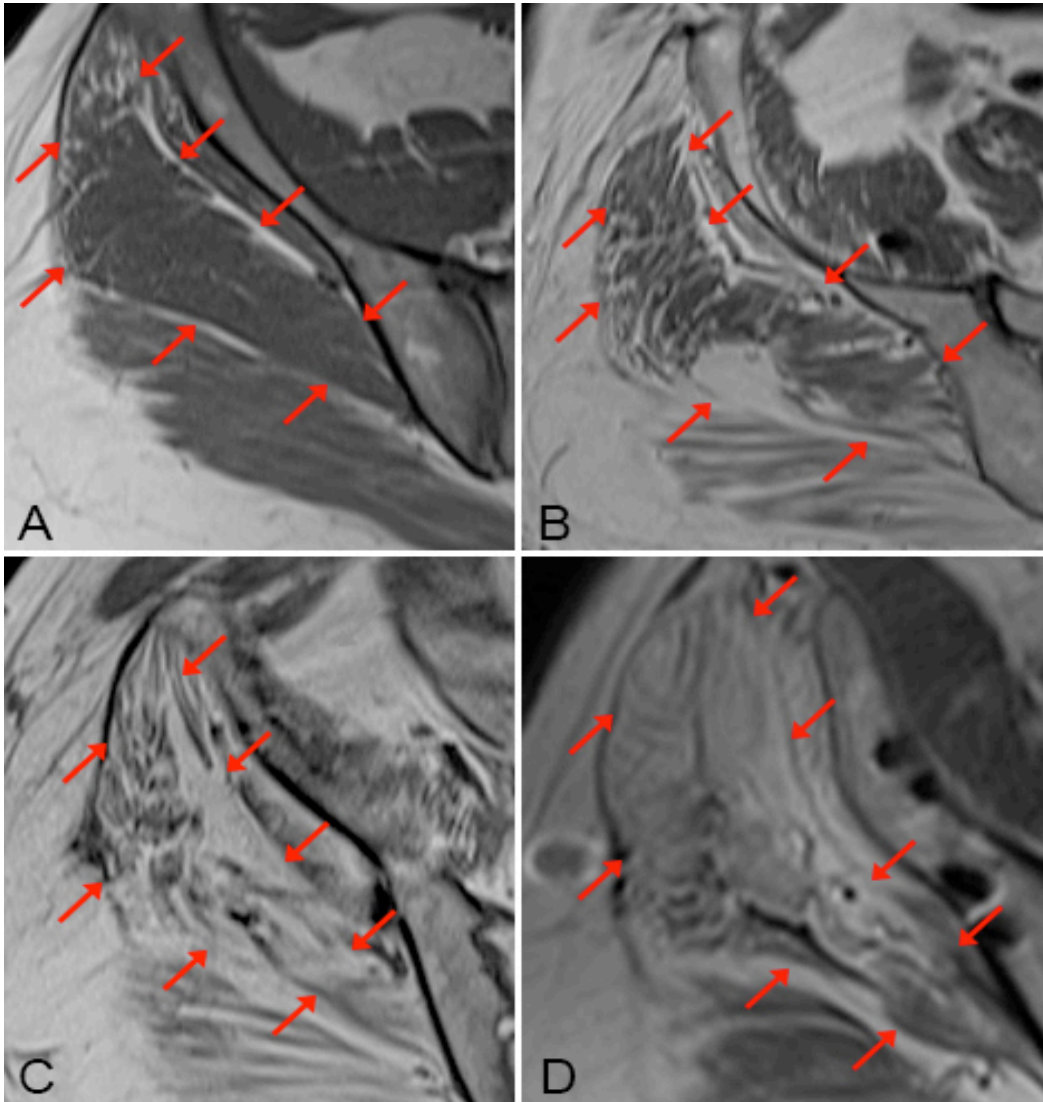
Vergleich der MRT-Aufnahmen des GM von Patienten mit unterschiedlich stark degeneriertem Muskelgewebe. Axiale, T1-gewichtete MRT-Aufnahmen. Dargestellt ist jeweils der rechte GM von Patienten nach hüftendoprothetischen Eingriffen (rote Pfeile). Nach Bestimmung des Prozentwerts der degenerativen Verfettung, konnten die Aufnahmen mittels Quartile-Klassifikation folgendermaßen graduiert werden: A= Grad 1; B= Grad 2; C= Grad 3; D= Grad 4.
